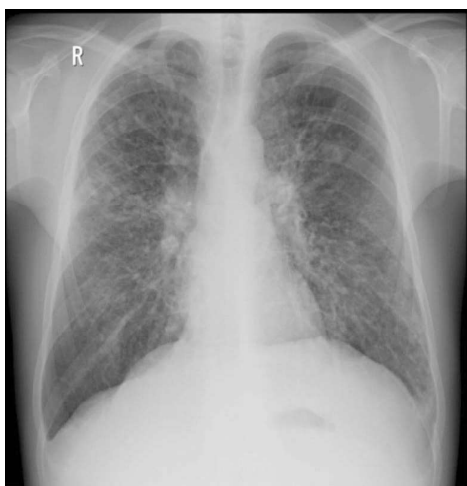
Рентгенограма органів грудної порожнини хворого З., 21 року. Муковісцидоз, змішана форма. Тяжкий перебіг. Фаза загострення. Хронічна синьогнійна інфекція. Гнійний ендобронхіт. На тлі дифузного підсилення і деформації легеневого рисунка з обох боків визначається потовщення і ущільнення стінок бронхів (симптом паралельних лінійних і кільцеподібних тіней), перібронхіальна інфільтрація, розширення і втрата структури коренів легень. Зліва в верхній частці – ділянки здуття легеневої тканини, в нижніх відділах справа – дископодібні ателектази.
